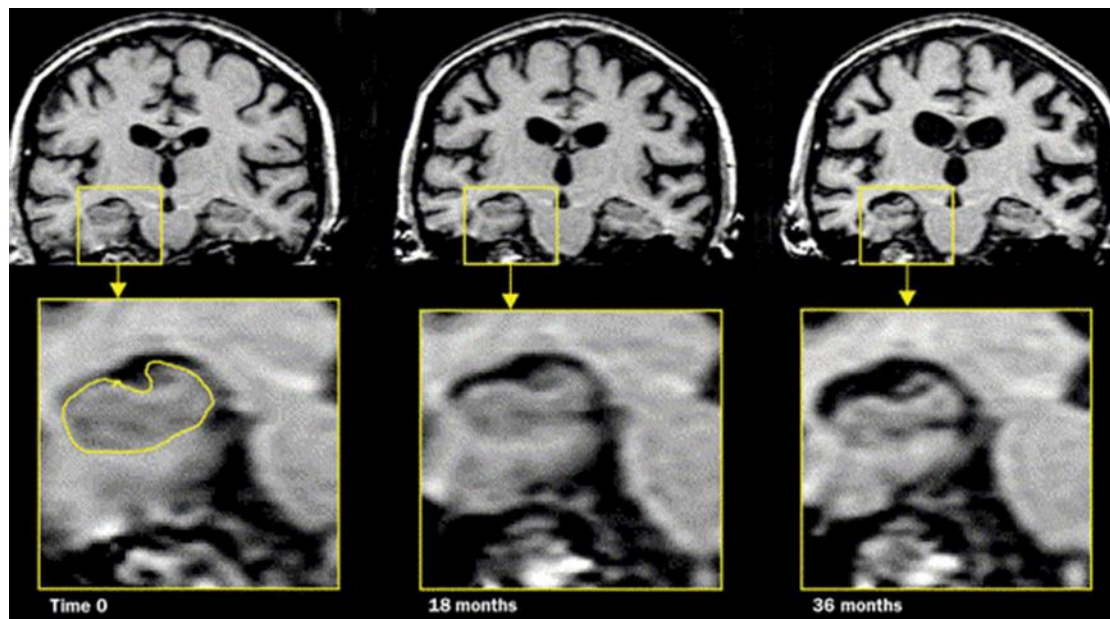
IRM : Evolution de la maladie d'Alzheimer
